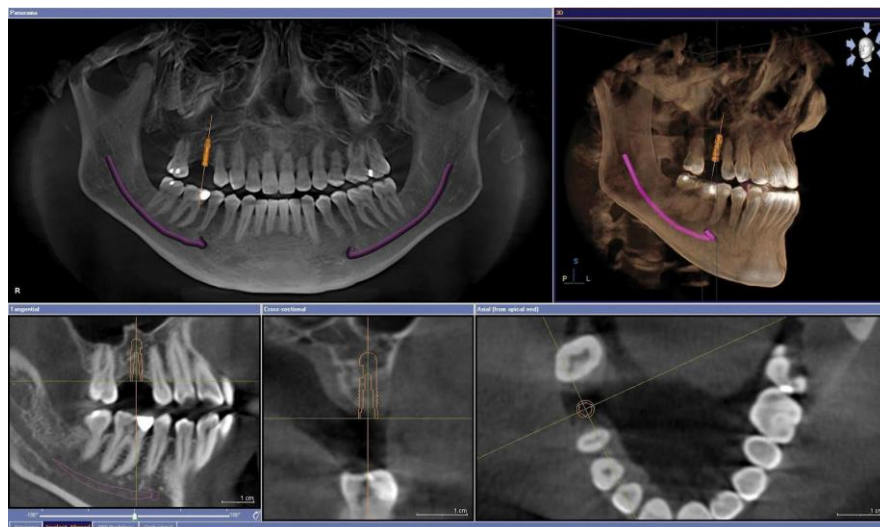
Tomografía computarizada de Haz Cónico.
